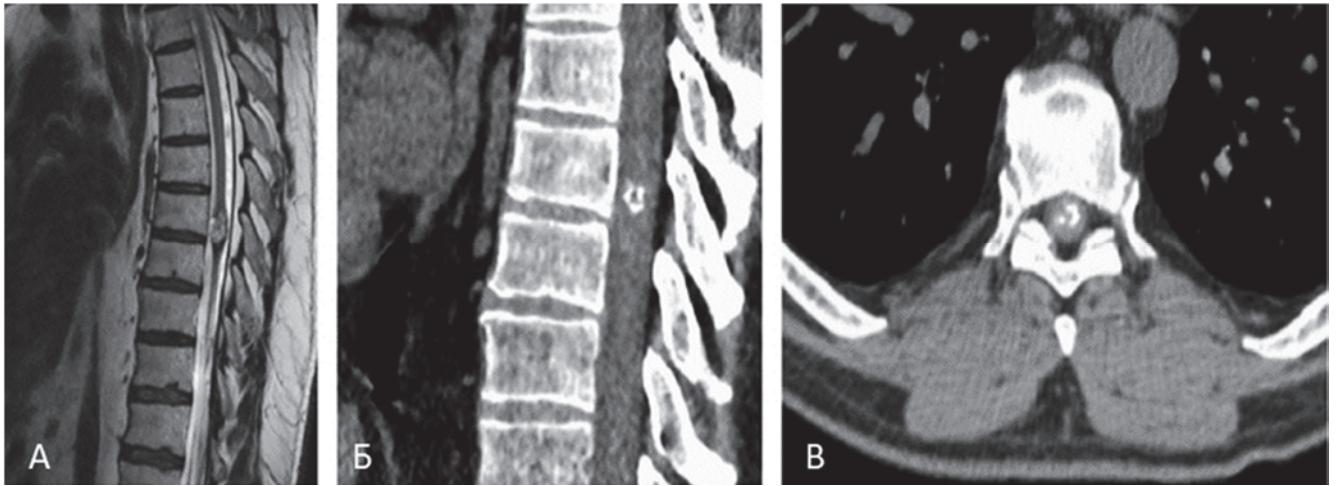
Пациент К-ев Г. А., МРТ в режиме T2, сагиттальная проекция (А), и спиральная КТ, сагиттальная (Б) и аксиальная (В) проекции, грудного отдела позвоночника
